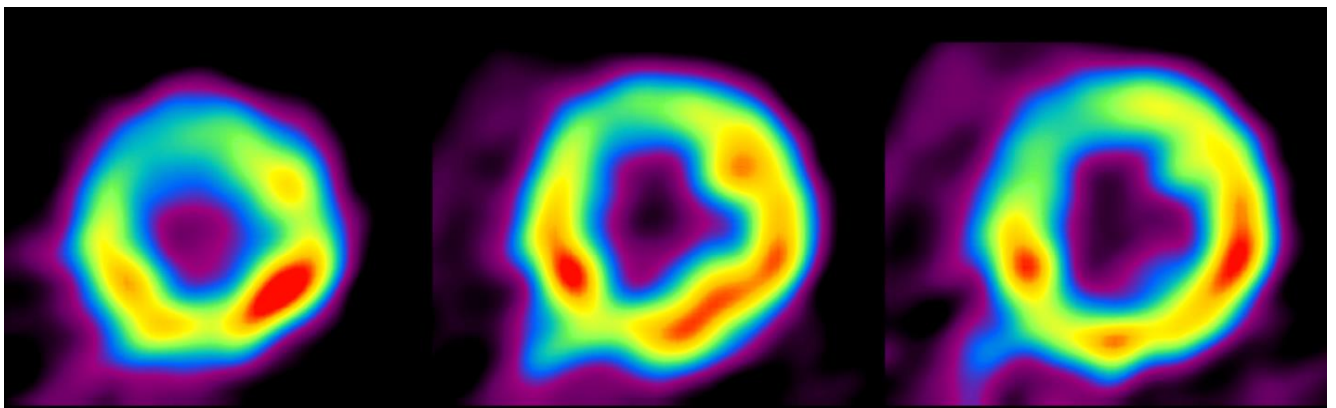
Динамика данных ПЭТ с ФДГ через 24 месяцев наблюдения
